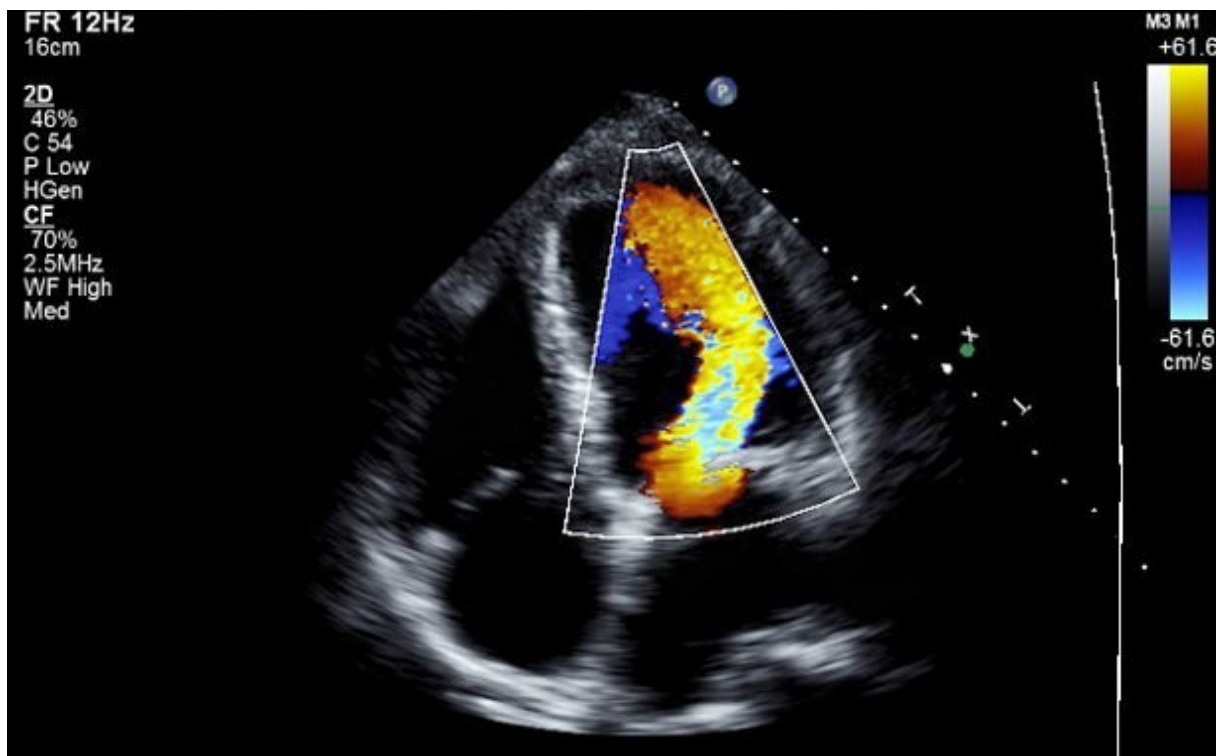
Farbkodierte Dopplerechokardiographie: Mitralklappenstenose eines Erwachsenen [15].
